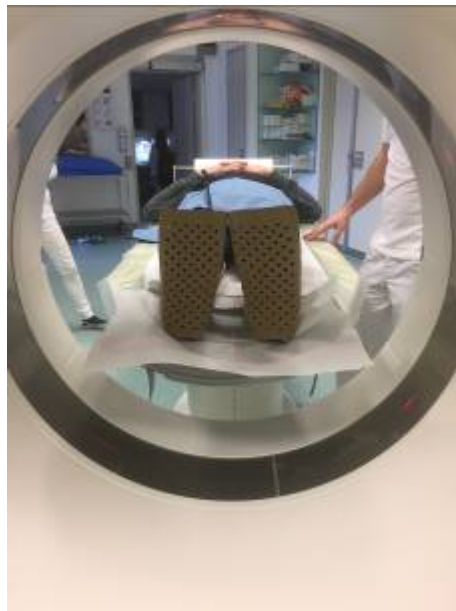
Lagerung eines Probanden im CT mit angelegter Lagerungsschiene in caudaler Ansicht
